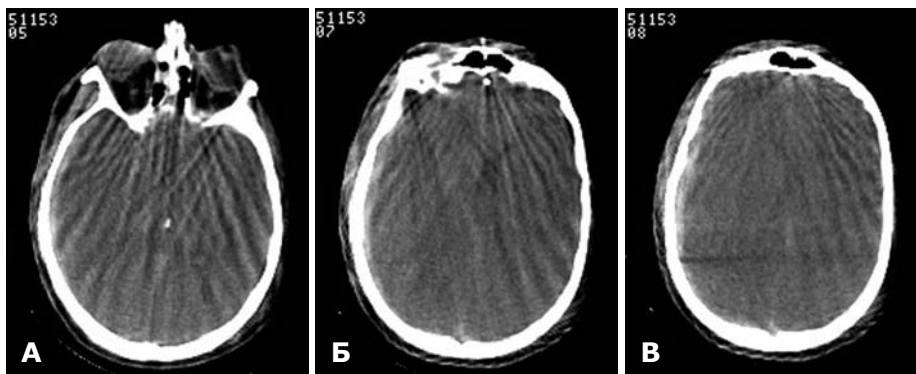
Аксіальна КТ головного мозку. ГСДГ лівої лобово-скронево-тім'яної ділянки. А — ГСДГ зліва, стискання базальних цистерн; Б — зміщення серединних структур на 10 мм праворуч; В — масивний субарахноїдальний крововилив.
